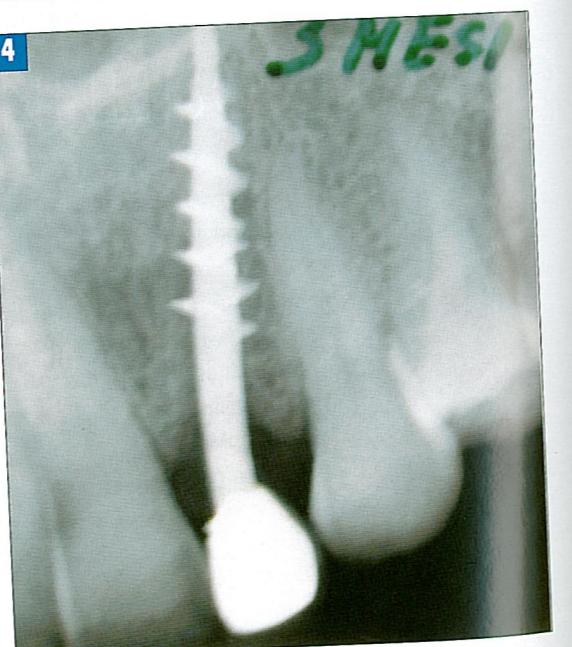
Рентгенограмма через 3 мес после имплантации.
